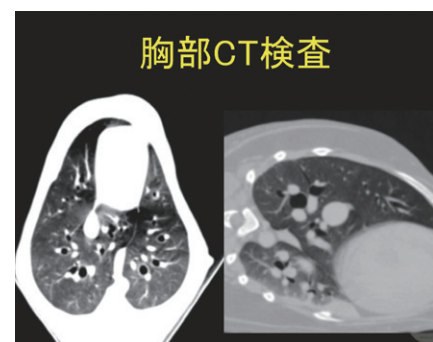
図5Aで示した下に位置する肺は含気量が少ないことをCT画像で示す。左図は腹背像で左右の肺は等しく含気しているが、右図では下の肺は上の肺に比較し明らかに含気が少ない。
